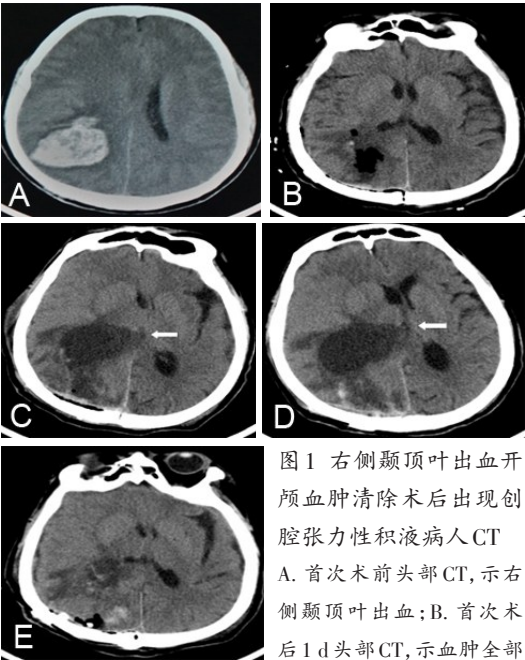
右侧颞顶叶出血开颅血肿清除术后出现创腔张力性积液病人 CT
